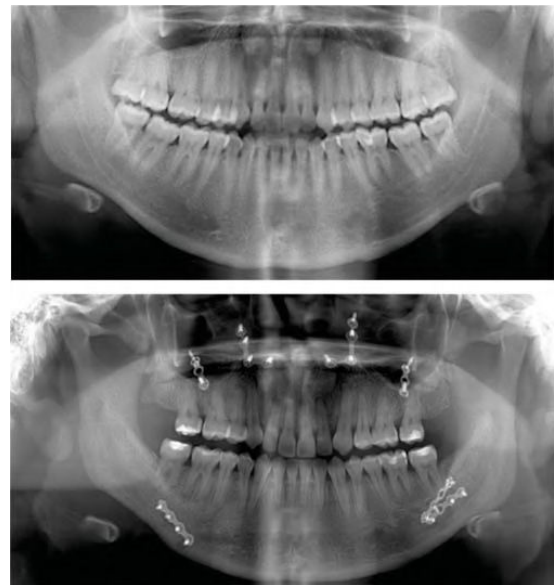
Ortopantomografía; inicial y final.
